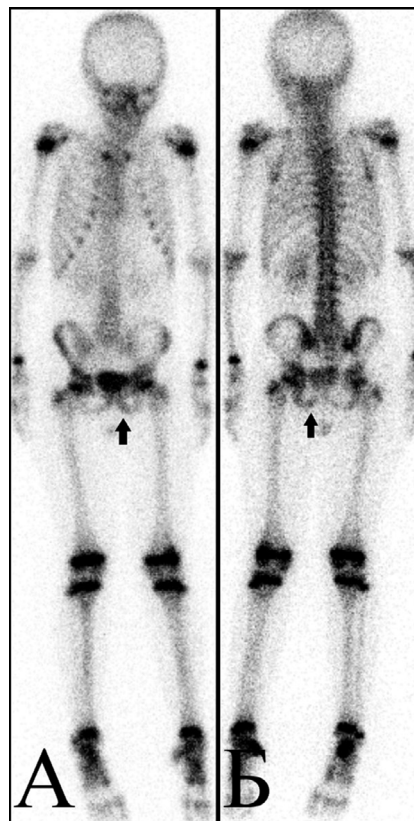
Сцинтиграфия с остеотропным РФП в передней (А) и задней (Б) проекции. Прослеживается очаг невыраженной гипераккумуляции РФП в области нижней ветви левой лонной кости
